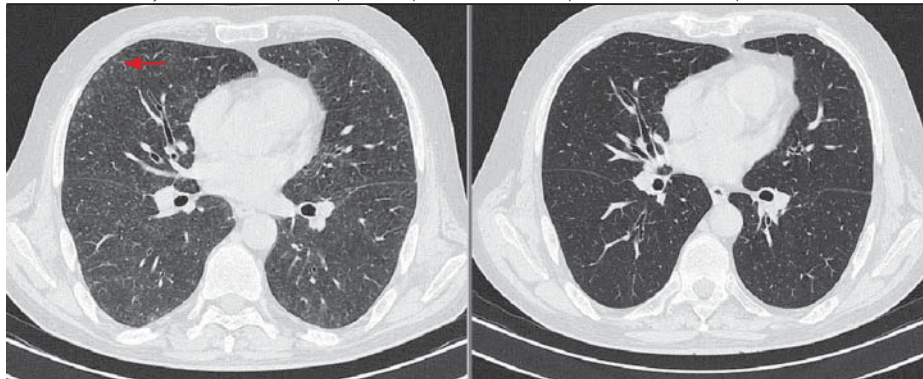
HRCT plic. Kryptogenní organizující se pneumonie ověřená biopicky (vlevo). V pravé plíci periferní opacita vzhledu mléčného skla mozaikovitě struktury se zvýrazněním interlobulárních sept = perilobular pattern (červená šipka). V levé plíci typická, několik cm velká, hutná opacita s viditelnými bronchy a kontaktem s pleurou (zelená šipka). Stav po léčbě (vpravo)
